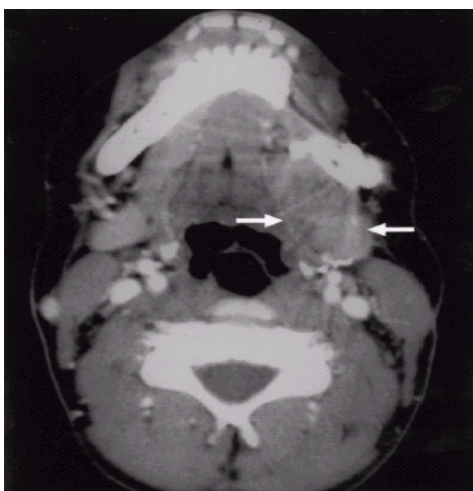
Rbdomiosarcoma. TC mostrante neoformazione disomogenea dei tessuti molli localizzata nel triangolo cervicale anteriore sinistro in bambino di 14 anni.
